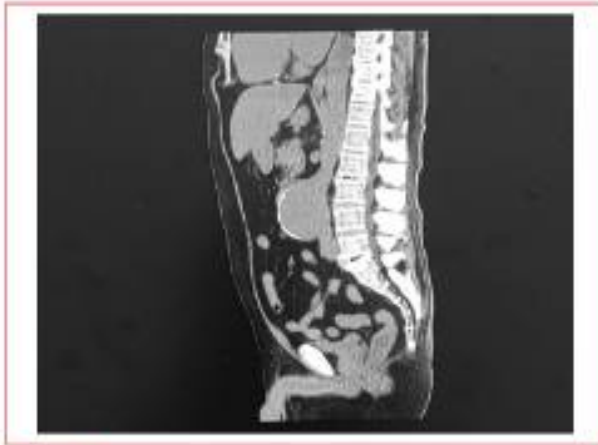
Tomografía computarizada simple de abdomen que muestra ensanchamiento aórtico.
